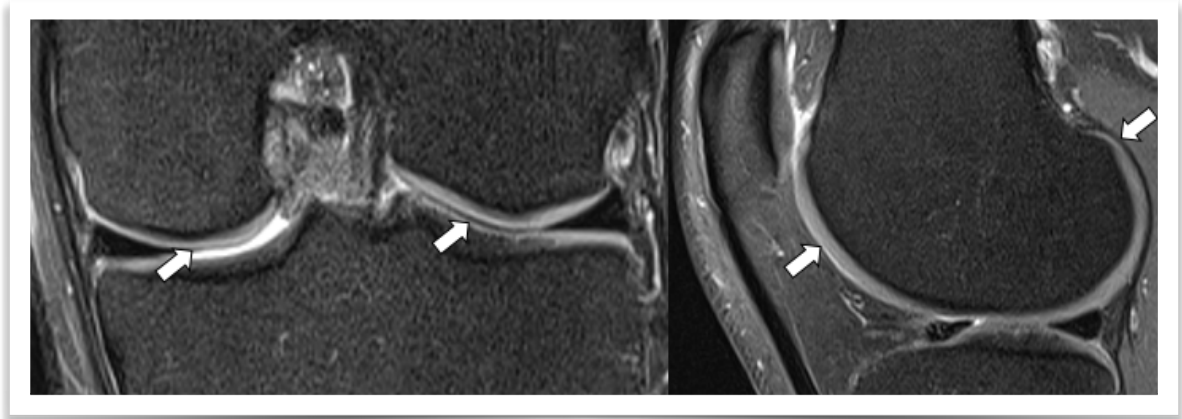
Cartílago normal en RM. Secuencias coronal y sagital densidad protónica (DP) con supresión grasa. Cartílago visualizado como bandas lineales de señal intermedia-alta homogénea, de superficie regular (flechas).
